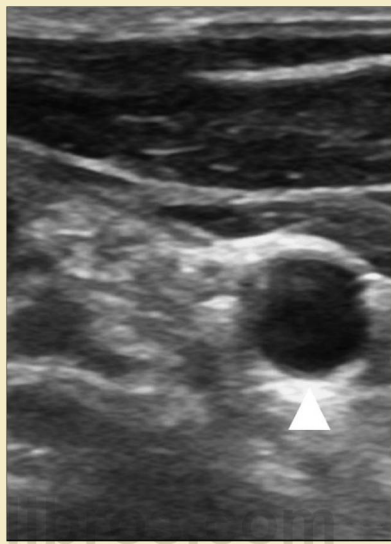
Ecografía transversal del cuello. La vena yugular interna derecha está comprimida con una fuerza leve.
